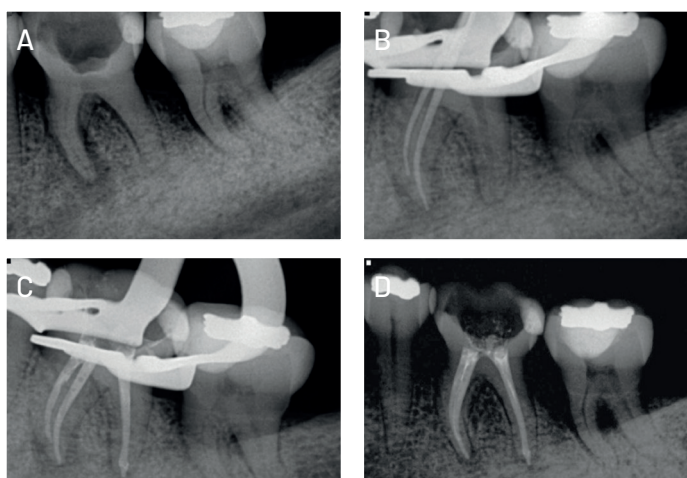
(A) Radiografía de diagnóstico. (B) Prueba de cono de los conductos radiculares mesiales. (C) Obturación final con conos de gutapercha, calibrados, 35.05 en los conductos radiculares mesiales y cono de gutapercha, calibrado, 40.05 en el conducto radicular distal. (D) Preservación a los tres meses.
